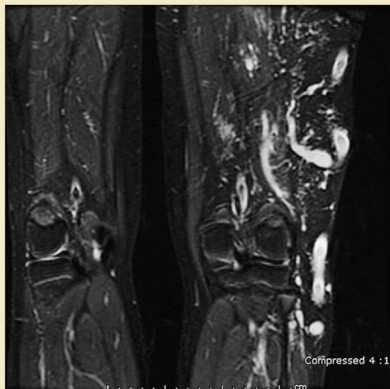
Secuencia de RM coronal de tipo inversión-recuperación de las rodillas de un paciente de 12 años con síndrome de Klippel-Trénaunay y antecedentes de edema doloroso y embolias pulmonares múltiples.
